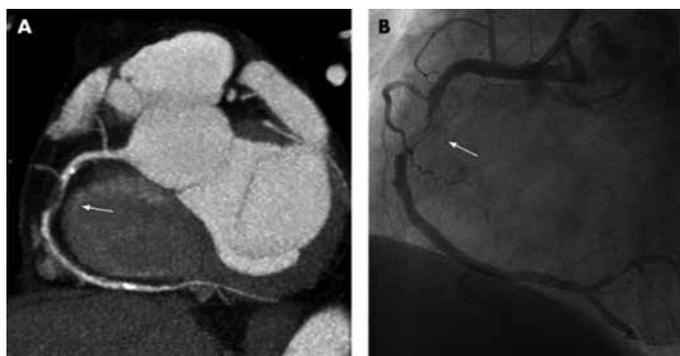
Гемодинамически значимый стеноз в проксимальном сегменте правой коронарной артерии, выявленный методом МСКТ (А), КАГ(В)
